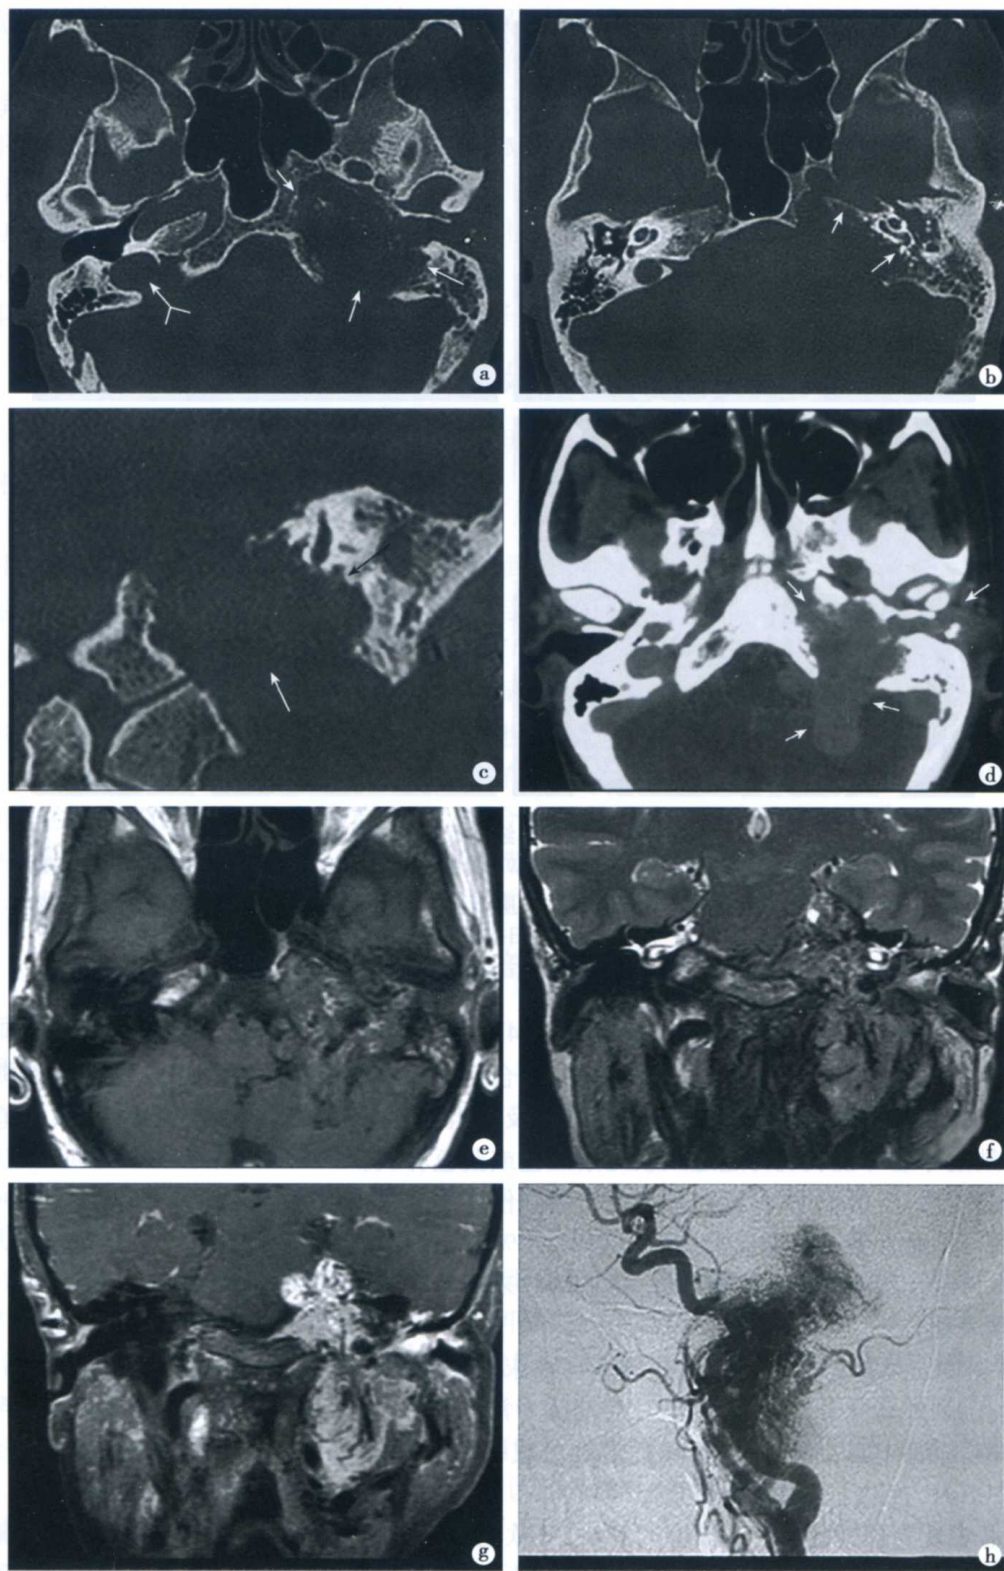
左侧颈静脉球瘤 CT 和 MRI 表现
